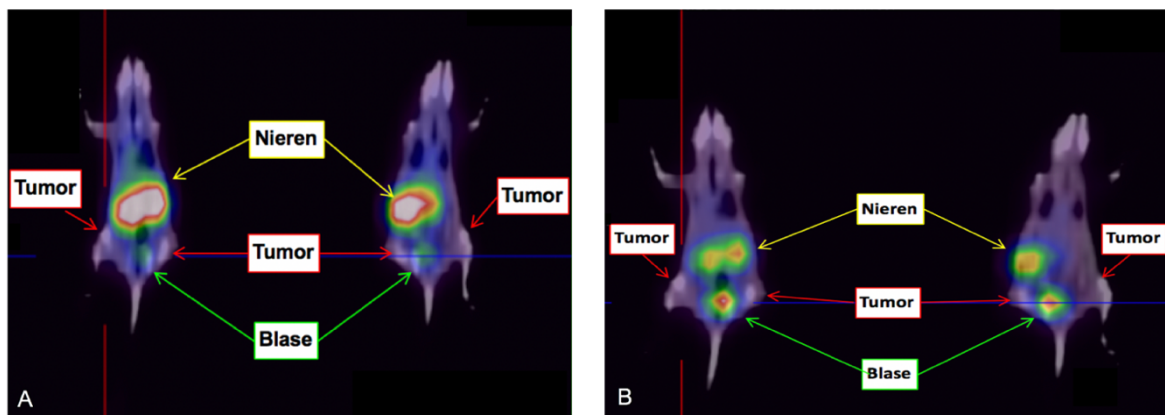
Ergebnisse der PET-CT Untersuchung: A: PET-CT-Aufnahme der Frontalebene 10 min nach ARS2-BAR-Ga⁶⁸ Applikation. Die „hellen“ Areale (weiß, rot, gelb, grün und blau) zeigen die Stellen wo sich der Tracer ansammelte. Zu diesem Zeitpunkt war eine Anreicherung des Tracers vor allem in den Nieren und etwas schwächer in der Blase zu sehen. Im Bereich der Tumoren konnte keine eindeutige Tracer-Aktivität gemessen werden. Um auch die Blase zu diesem frühen Zeitpunkt bereits darzustellen, wurden die Nieren etwas übersteuert. B: Frontalebene als Summenbild der Phase 10-70 min nach Applikation des Tracers. Es konnte weiterhin eine Anreicherung in den Nieren festgestellt werden, wobei die höchste Aktivität in der Blase gemessen wurde. Auch hier konnte im Bereich der Tumoren keine Tracer-Aktivität festgestellt werden. Dabei indiziert Weiß bis Rot die höchste, Gelb eine hohe, Grün eine mittlere und Blau eine niedrigere Aktivität/Anreicherung.
